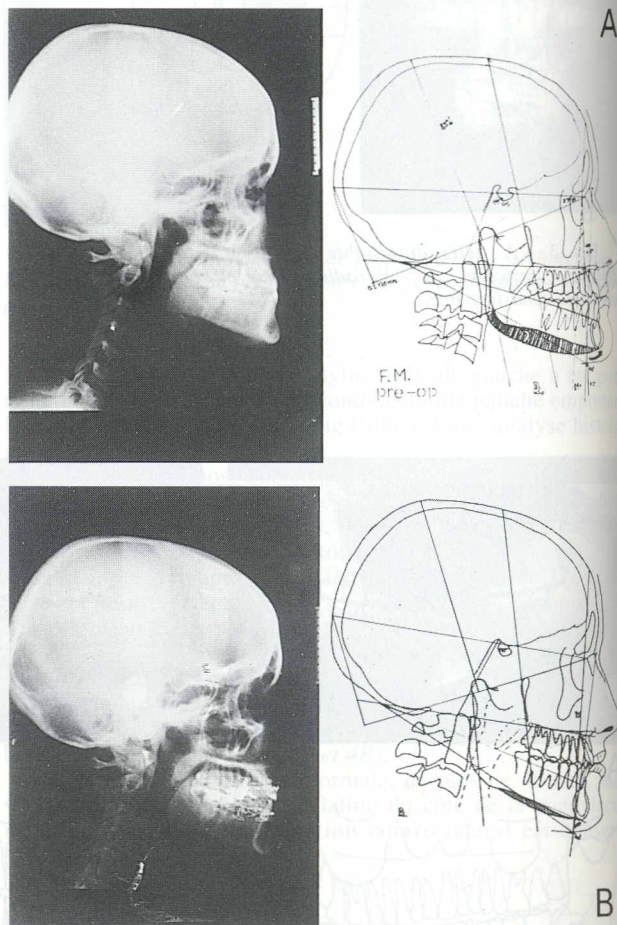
A : téléradiographie de profil et analyse architecturale et structurale pré-opératoire ; B : téléradiographie et analyse post-opératoire, qui montrent la disparition de la Classe III et du double contour mandibulaire.
